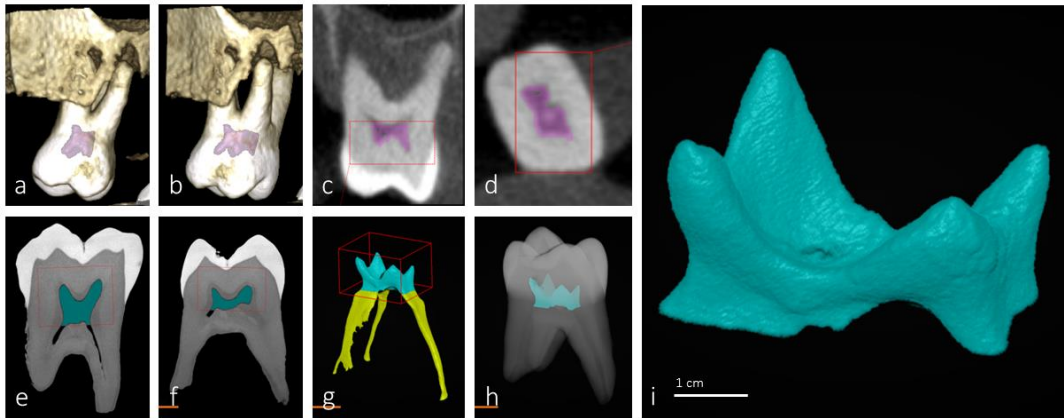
Imágenes CB-CT y micro-CT del molar identificado como muestra 2. Reconstrucción CB-CT (a,b) e imágenes sagitales (c) y axiales (d). Imágenes sagitales en micro-TC (e,f) y reconstrucciones pulpare (g,h). i corresponde a h aislada y ampliada.
